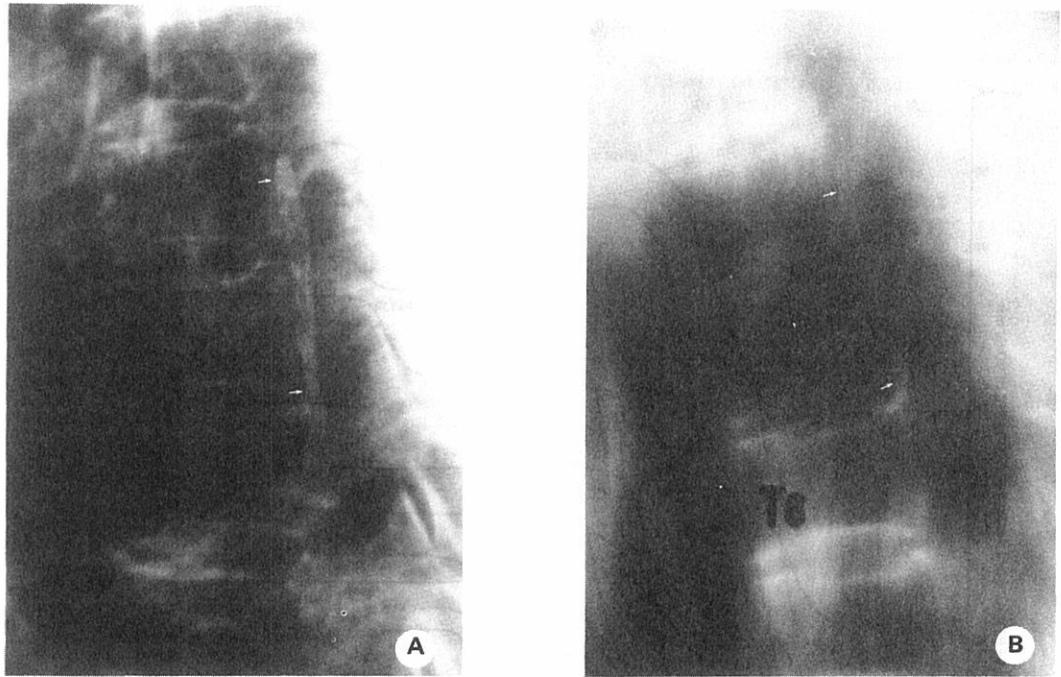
(Case 5) A: Lateral radiograph of thoracic spine in 1966 at age 63 years shows linear PLLO (◇) from T4 to T6 inclusive, with a radiolucency between the thoracic PLLO and the vertebrae. B: Lateral tomogram of the thoracic spine in 1978 at age 75 years shows no change in thoracic PLLO (◇) since 1966.
